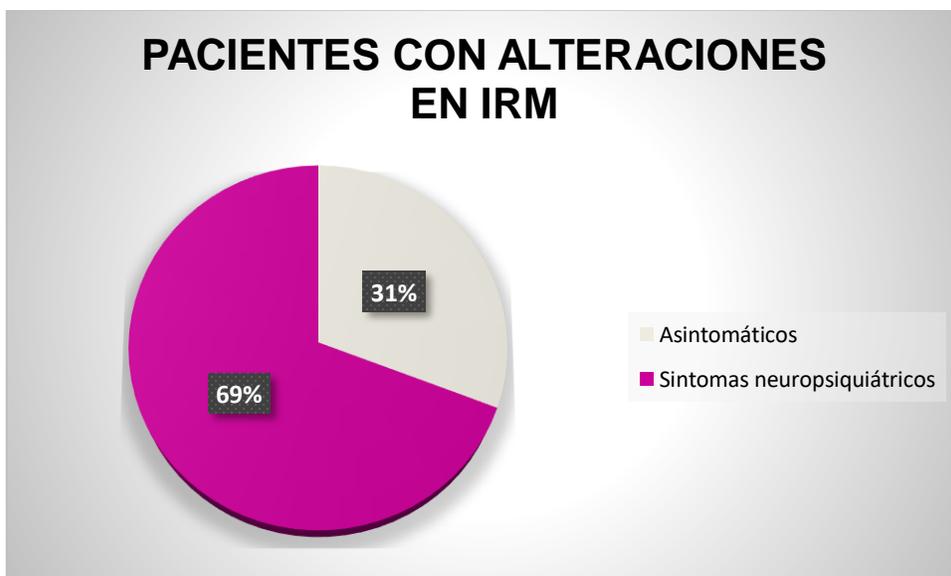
Pacientes con alteraciones en IRM que presentaban síntomas neuropsiquiátricos.
